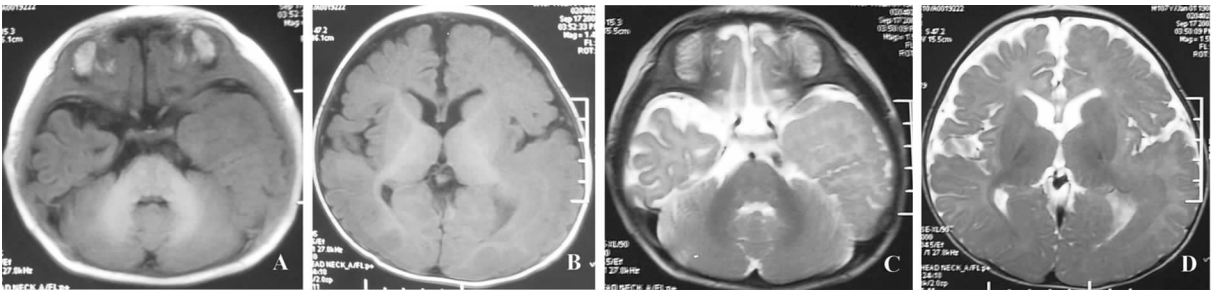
头颅 MRI 图 A、B 为 T1W 像,图 C、D 为 T2W 像。其中图 A、C 示左侧颞叶明显增大,皮层增厚,沟回变浅,双侧小脑及脑干基本对称。图 B、D 示左侧额、顶、枕叶增大,皮层增厚,沟回变浅,双侧皮质下白质均未发育完全。
